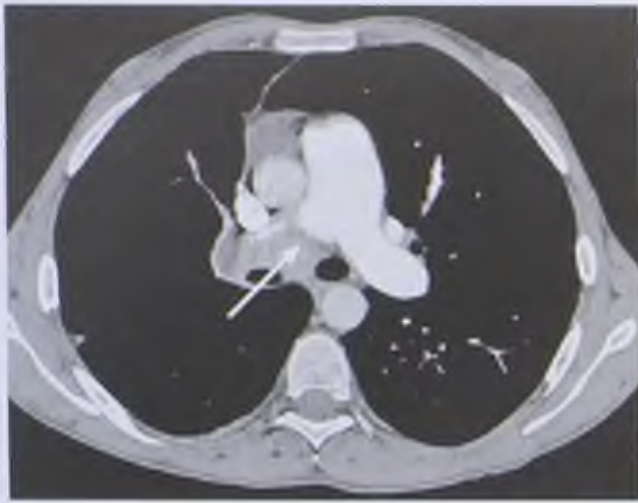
Компьютерно-томографическая ангиограмма. Тромбоэмболия правой ветви легочной артерии (стрелка)
